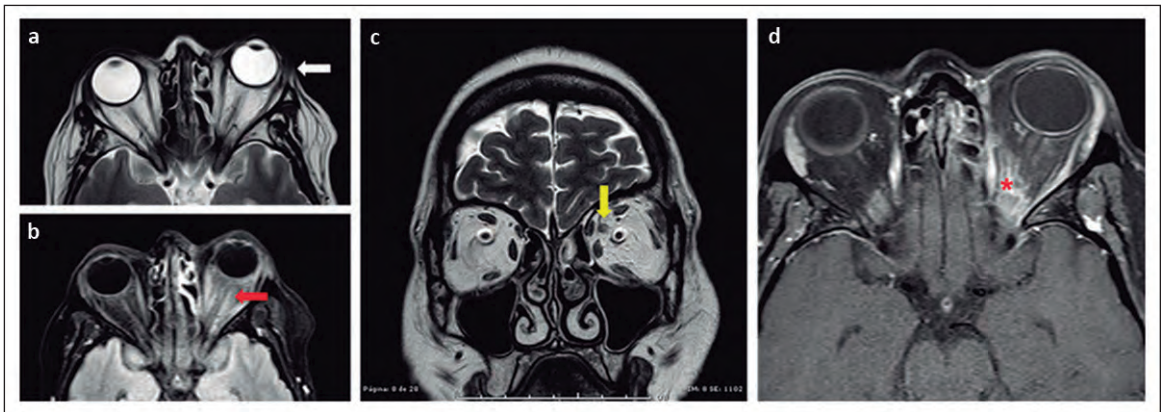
(a) En la resonancia magnética de cerebro, se reconoce proptosis izquierda (flecha blanca). (b) Evaluada la secuencia con inversión de la señal de la grasa y el líquido cefalorraquídeo, se reconoce aumento de señal de grasa intraorbitaria izquierda en relación a celulitis orbitaria izquierda (flecha roja). (c) En la RM de órbitas en secuencia T2 coronal, se demuestra asimetría de calibre de la vena oftálmica superior izquierda en el contexto de tromboflebitis (flecha amarilla). (d) En secuencia T1 FATSAT posterior al uso de gadolinio, se muestra realce intraorbitario intraconal y afectación del vértice orbitario, en el contexto de celulitis orbitaria (asterisco rojo). Moderada proptosis izquierda. Hallazgos concordantes con celulitis orbitaria izquierda y posible tromboflebitis de la vena oftálmica superior.
